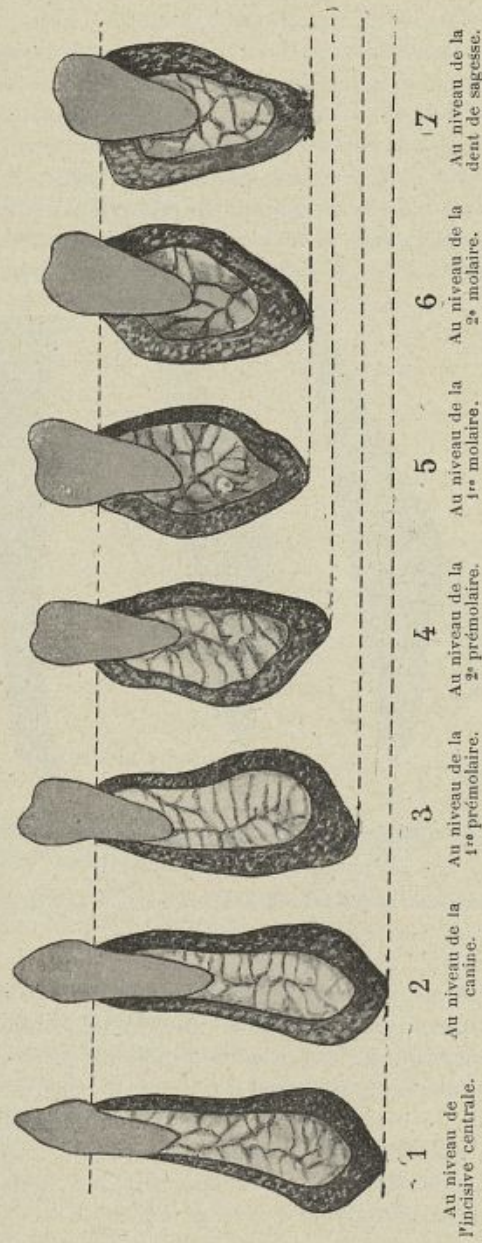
Coupes de la mandibule d'après radiographies.
